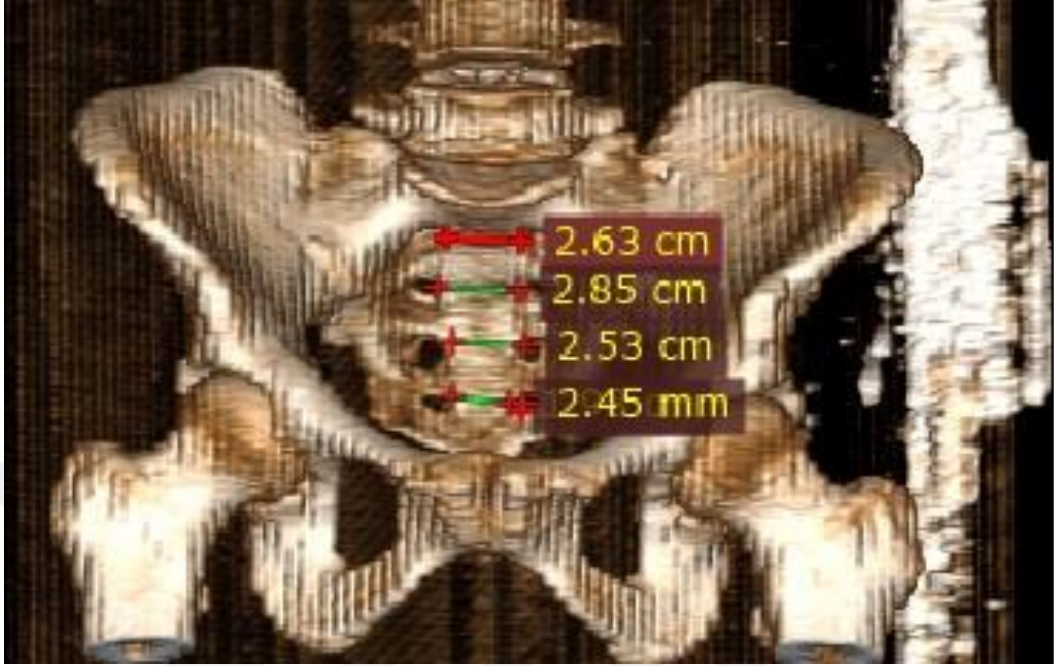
Basis Osis Sacri'nin Transvers Çapının Ölçümünün Gösterimi (BTÇ)
